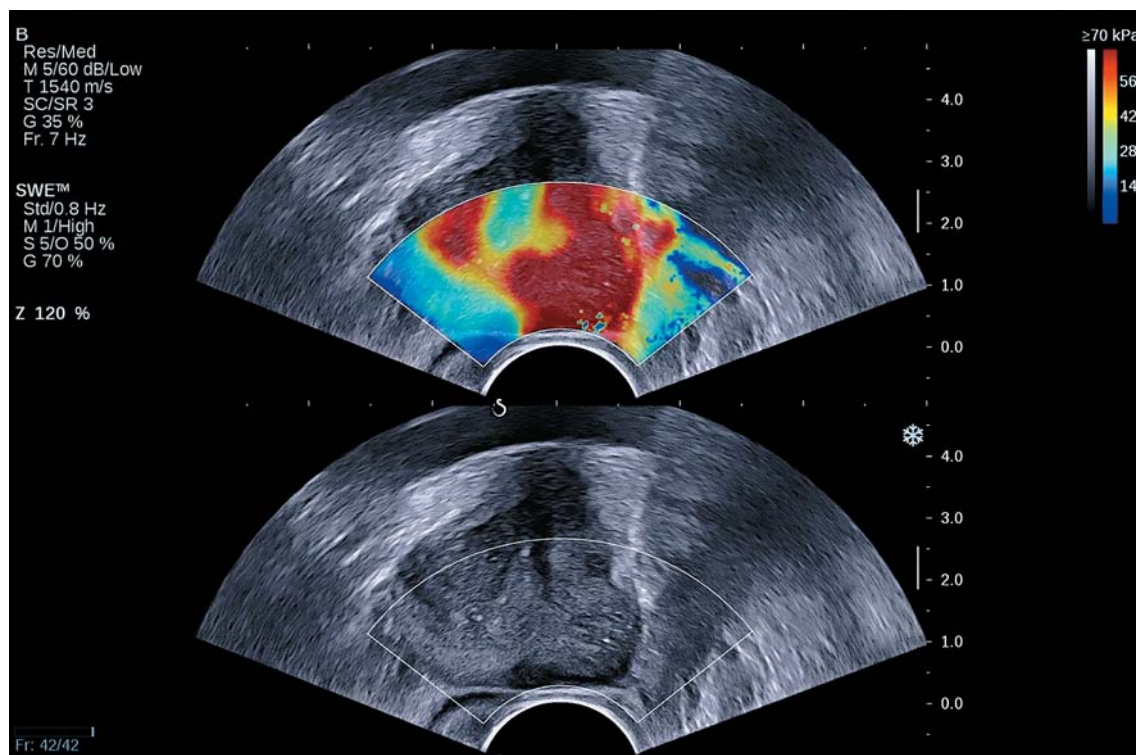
Клиническое наблюдение № 3. Эластография сдвиговой волной предстательной железы при ТРУЗИ. Зона повышенной жесткости в левой доле предстательной железы с распространением в перипростатическую клетчатку.
